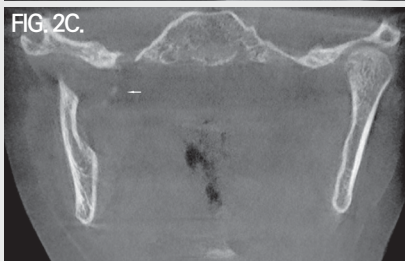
A. Panoramic view of cone-beam computed tomography shows enlarged right mandibular foramen. B. This radiolucent lesion is connected to the mandibular canal. C. Soft tissue calcification is shown inferior to foramen ovale.
